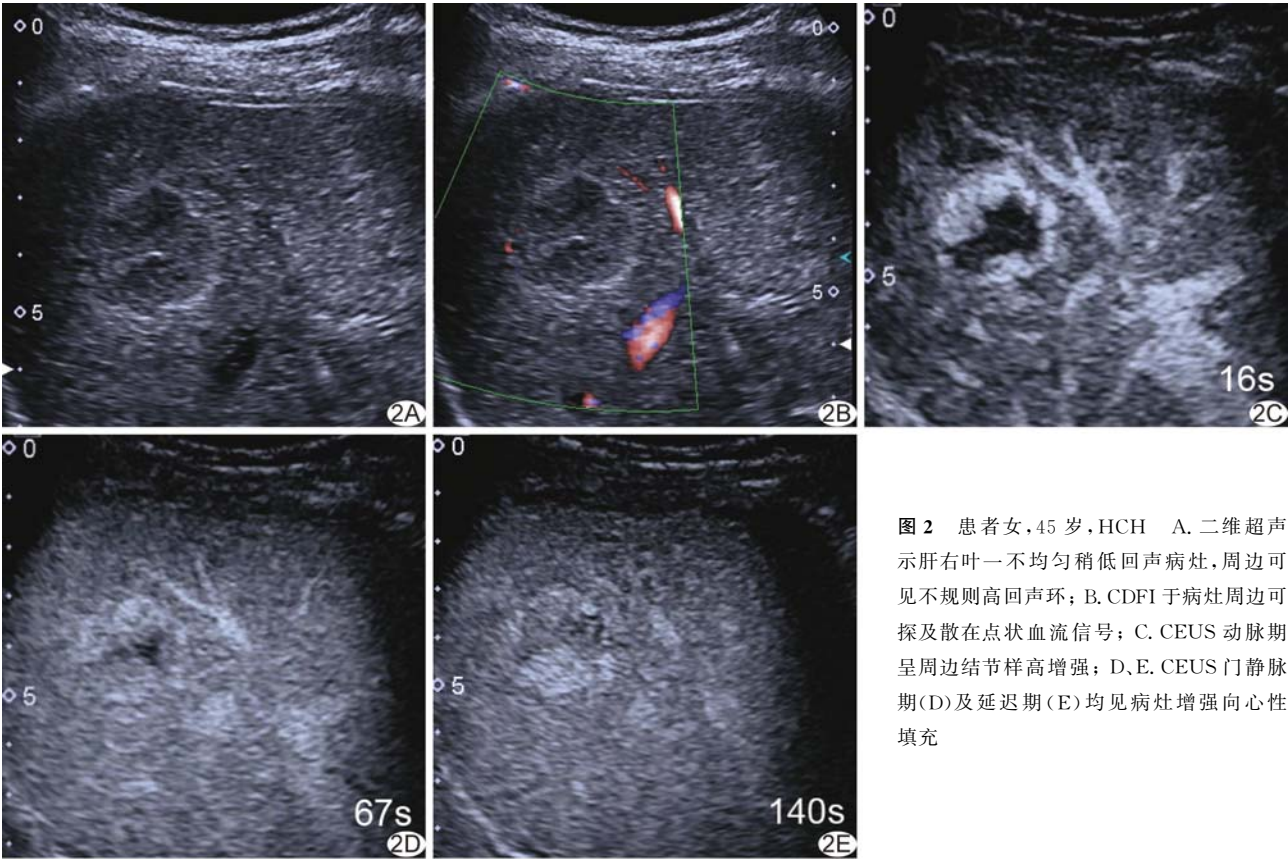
患者女,45 岁,HCH A. 二维超声示肝右叶一不均匀稍低回声病灶,周边可见不规则高回声环;B. CDFI 于病灶周边可探及散在点状血流信号;C. CEUS 动脉期呈周边结节样高增强;D、E. CEUS 门静脉期(D)及延迟期(E)均见病灶增强向心性填充
